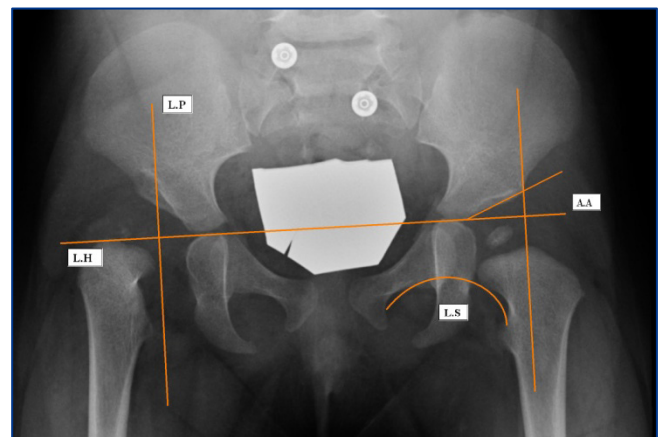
Radiografía AP de pelvis. Rx con subluxación de cadera derecha mostrándose las líneas de referencia. L.H: Línea de Hilhenreiner; L.P: Línea de Perkins; L.S: Línea de Shenton; A.A: Ángulo acetabular.
